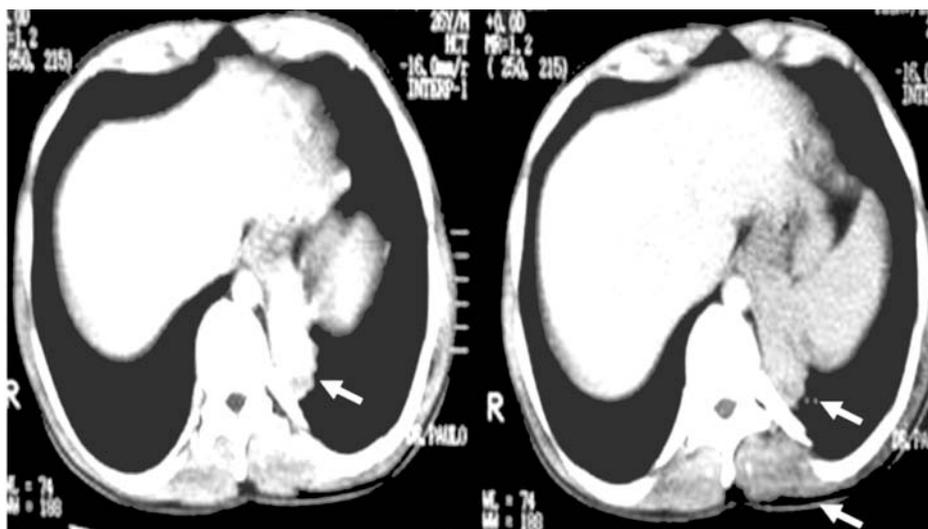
Tomografia computadorizada do tórax com contraste venoso, mostrando consolidação homogênea segmentar em lobo inferior esquerdo e extensão para a parede torácica (setas).
